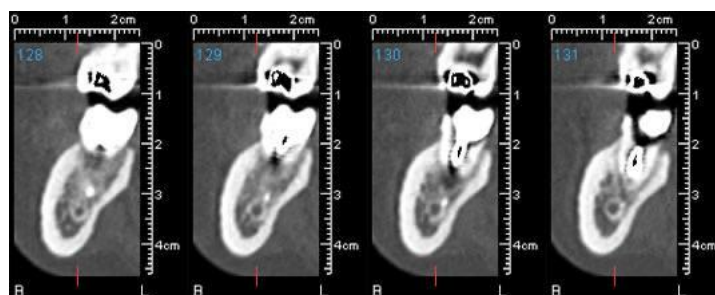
CBCT : coupes coronales illustrant le trajet du canal mandibulaire en regard de la 3^e molaire
